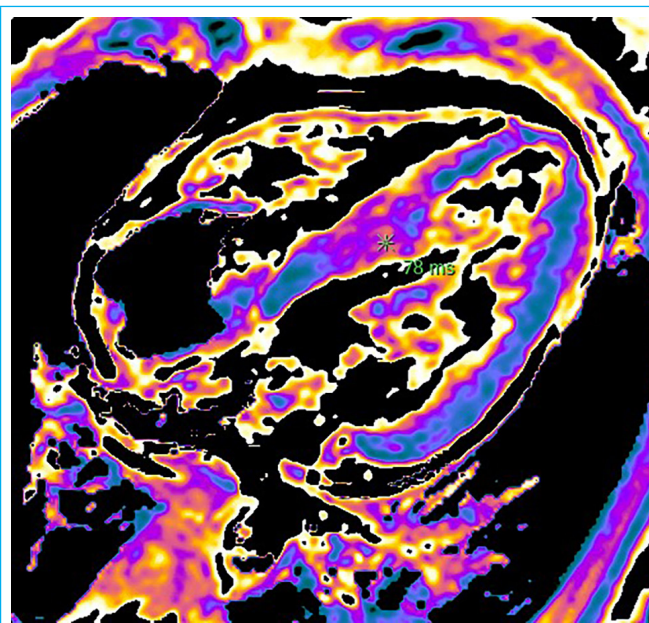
RMN secuencias T2 *mapping*. Aumento de tiempo T2 significativo de predominio en el segmento medio anterior y el septo medio.
